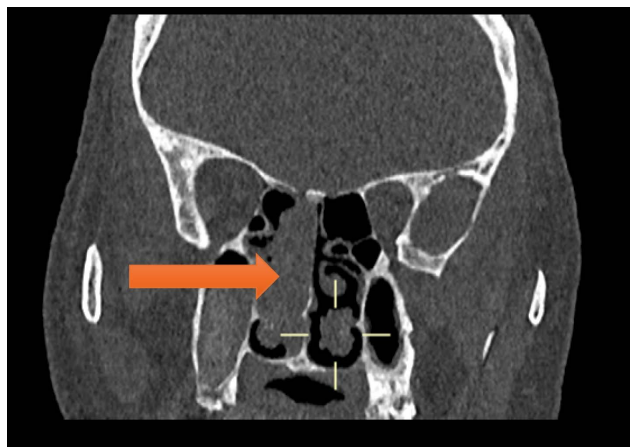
Non-contrast axial CT of paranasal sinuses
